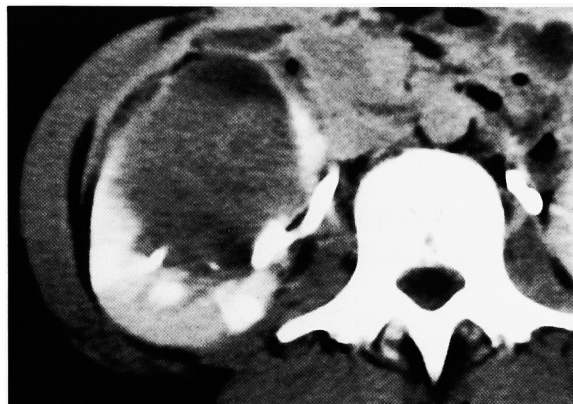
CT scan revealed an irregular mass lesion without contrast medium enhancement.
